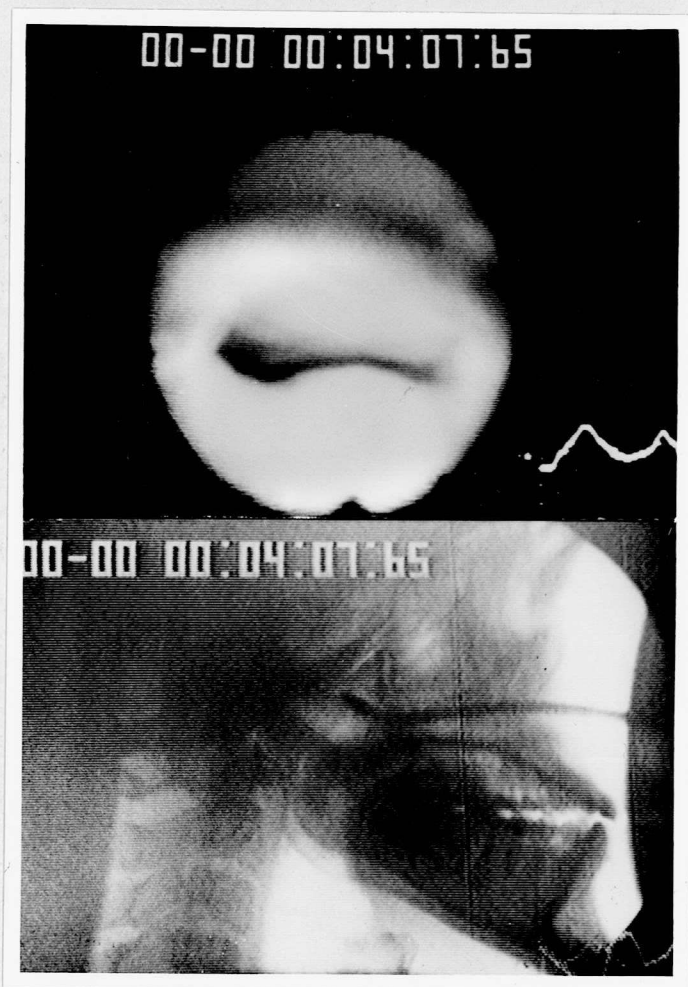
NPF-Video と側方蛍光X線Video の同時記録画像例 (各々のモニター画面より
